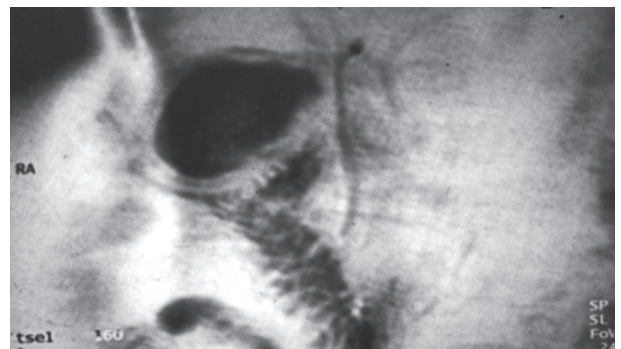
Imagen de colecistitis aguda por resonancia magnética.
